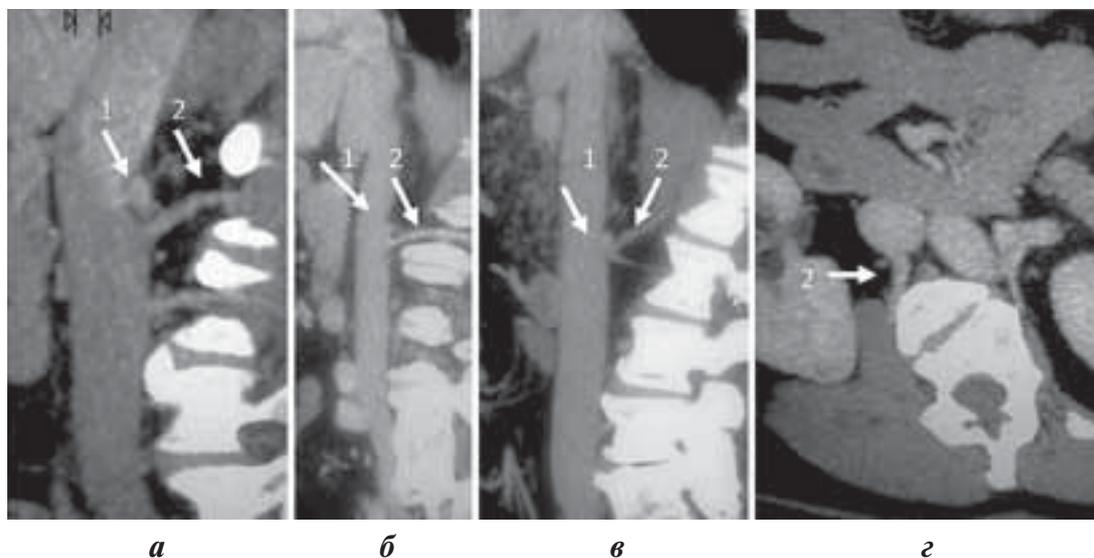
Мультиспиральная КТ НПВ и верхних поясничных вен. Сагиттальные реконструкции представляют верхние правые поясничные вены, дренирующиеся в НПВ рядом с устьями почечных вен (а, б, в); аксиальная томограмма демонстрирует крупную верхнюю правую поясничную вену, впадающую в НПВ на 6 ч условного циферблата (г); 1 – правая почечная артерия, 2 – верхняя поясничная вена
